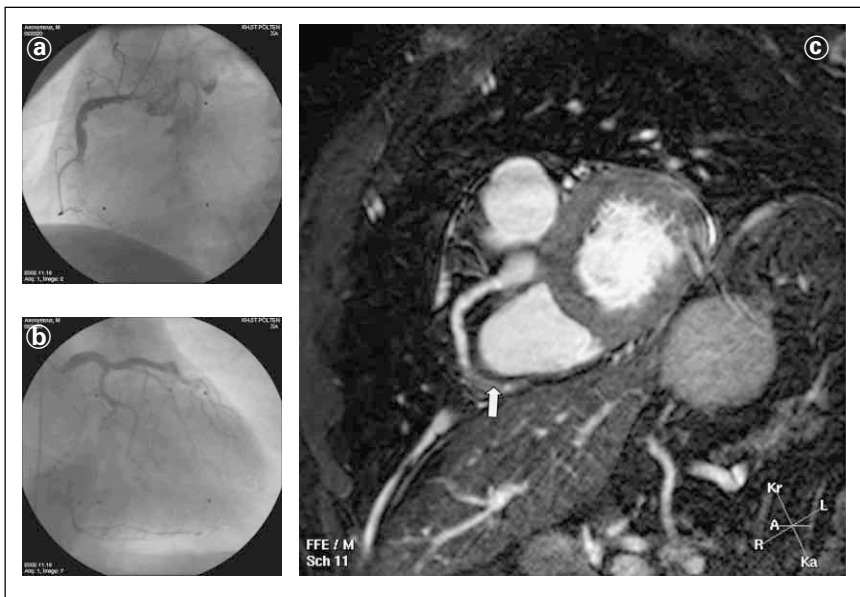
Patient mit kollateralem Verschuß der RCA. a) konventionelles Röntgenangiogramm der RCA; b) Konventionelles Röntgenangiogramm der LCA mit Kollateralen zur RCA; c) 3D-bTfE über das Verschlußloch hinaus (Pfeil)
